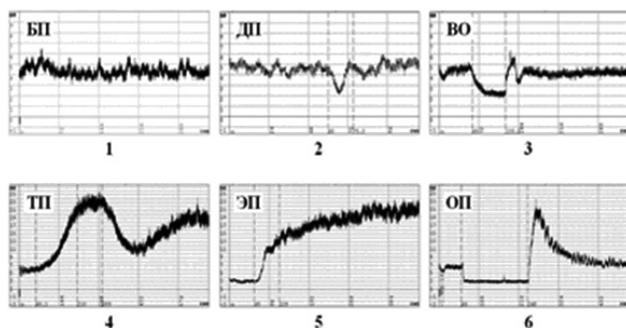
ЛДФ: 1) базальная перфузия (БП); 2) дыхательная проба (ДП); 3) проба с венозной окклюзией (ВО); 4) тепловая проба (ТП); 5) электростимуляционная проба (ЭП); 6) проба с артериальной окклюзией (ОП).
